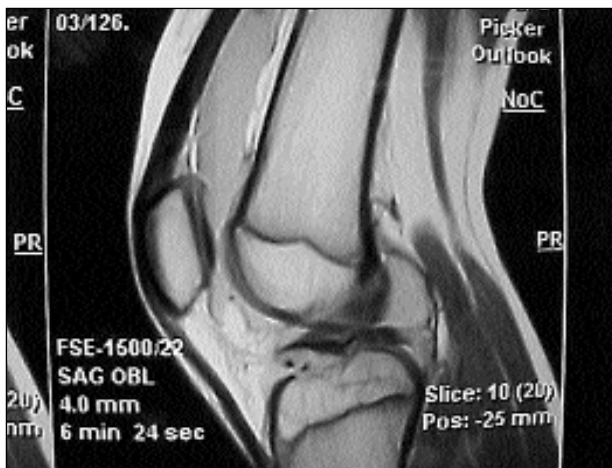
RMN Corte sagital: Se observa la avulsión de la espina.
